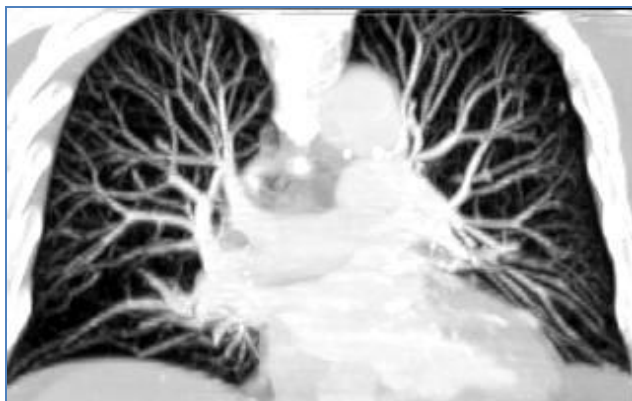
МР-томограмма легких
